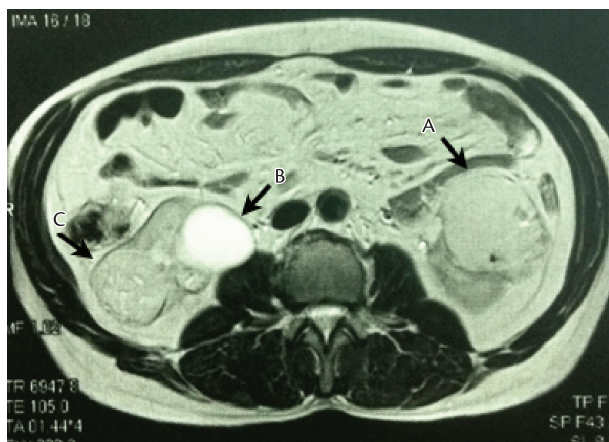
Ressonância nuclear magnética pré-embolização. A: Angiomiolipoma renal mais volumoso, no polo renal inferior esquerdo. B: Cisto renal simples no rim direito. C: Angiomiolipoma renal no rim direito.
